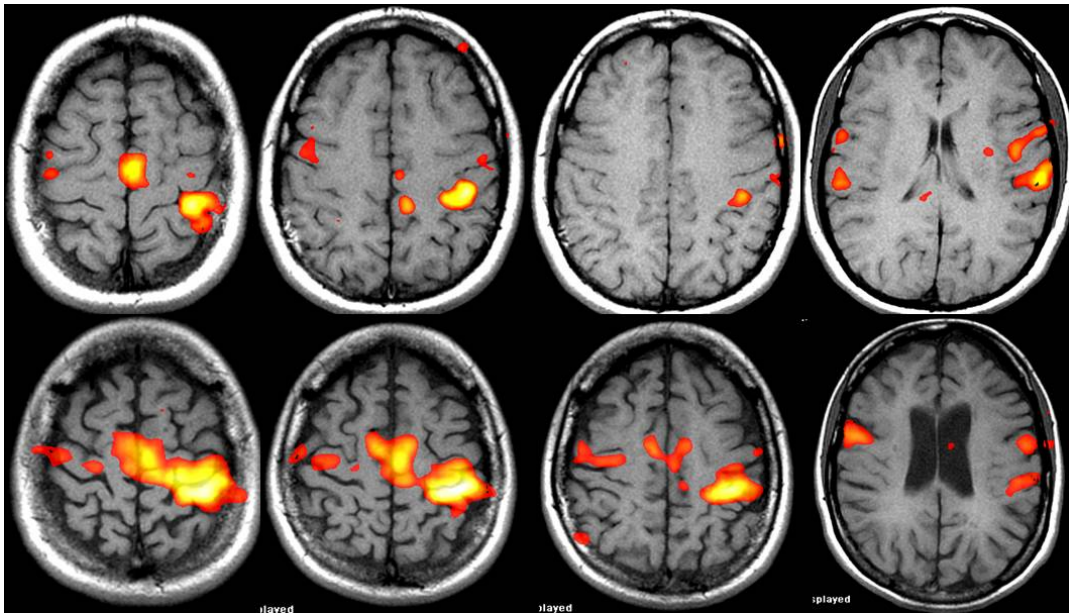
RM funcional. Estudio de RM funcional obtenido en un sujeto sano durante una tarea motora simple (movimiento flexo-extensor de la mano derecha) (fila superior). Obsérvese el típico patrón de activación del hemisferio cerebral contralateral (áreas motoras primaria y suplementaria izquierdas), y en menor grado del área motora primaria homolateral. Un estudio de RM funcional obtenido con las mismas características en un paciente con una EM remitente recurrente y escasa discapacidad neurológica (fila inferior) muestra una hiperactivación tanto del córtex sensoriomotriz y área suplementaria motora contralaterales, como del córtex motor primario y área suplementaria motora homolaterales (comparar con el patrón de activación del sujeto sano).
